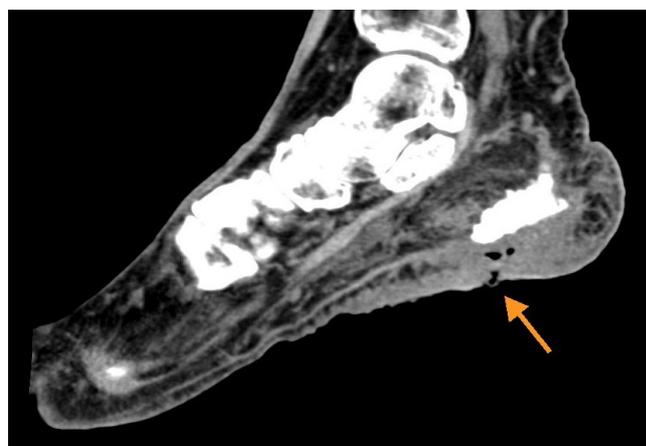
Компьютерная томография левой стопы: стрелкой указана область трофической язвы, расположенной в пределах мягких тканей
